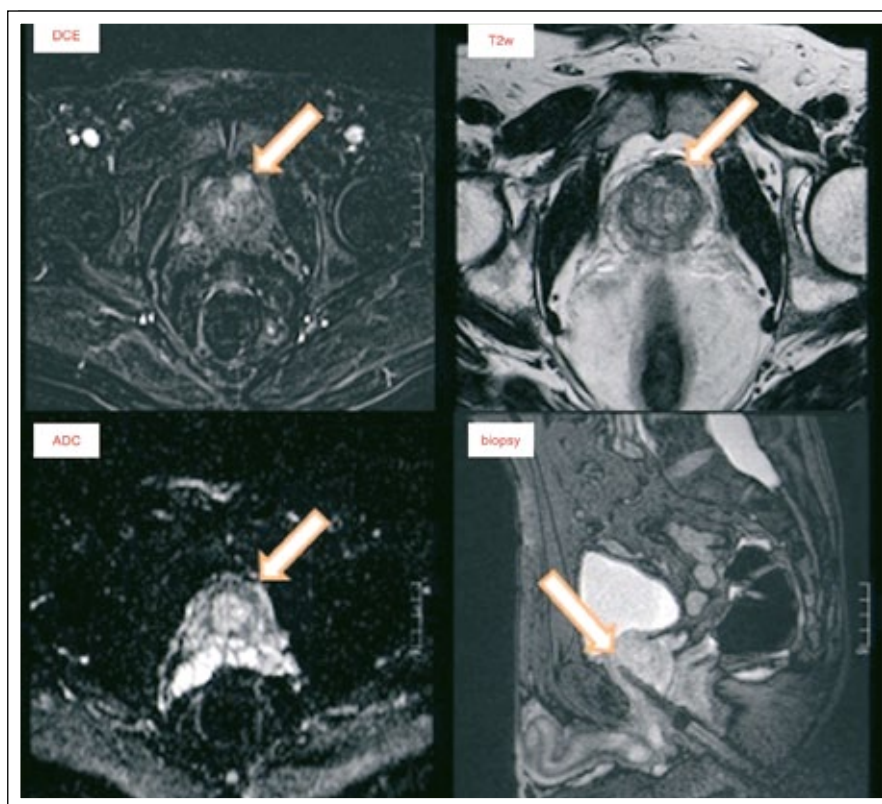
Npl. prostatae im Stadium cT2; Gleason-Score 3+3; PSA < 10. Darstellung des Tumors anterior links (Pfeil) in der strukturellen Bildgebung (T2w; oben rechts) sowie im funktionellen Bildmapping mit Darstellung der fokal erhöhten Zelldichte (DWI/ADC; unten links) und der fokal gesteigerten Gewebepfusion (DCE; oben links). Erfolgreiche Stanzbiopsie aus der anterior lokalisierten suspekten Zone (unten rechts; Darstellung in sagittaler Ebene). © L. Pallwein-Prettner, F. Aigner.
